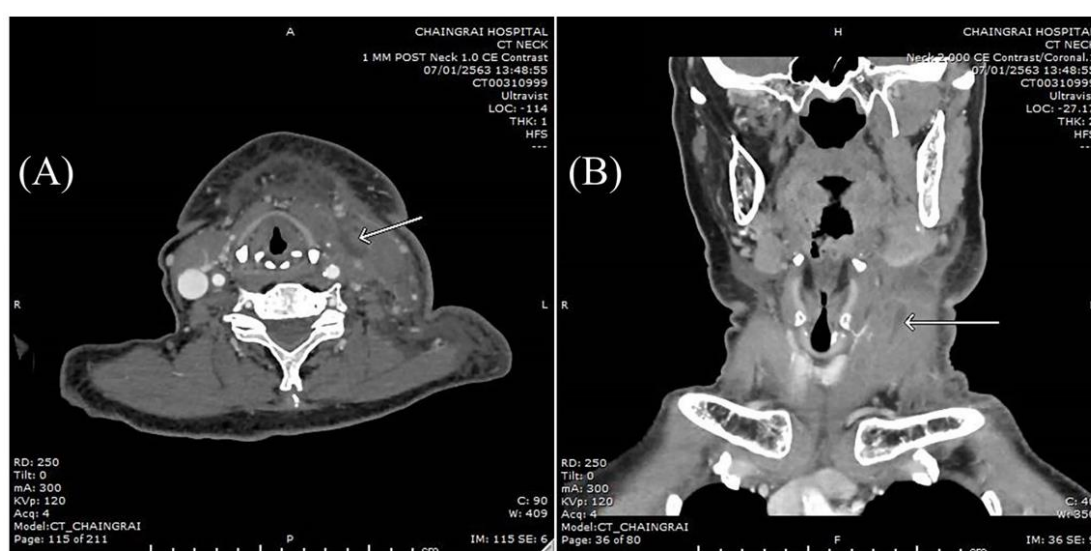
CT imaging showed 2.2x0.7 cm fluid collection with rim enhancing surrounding sternocleidomastoid muscle; axial view (A) and coronal view (B)
